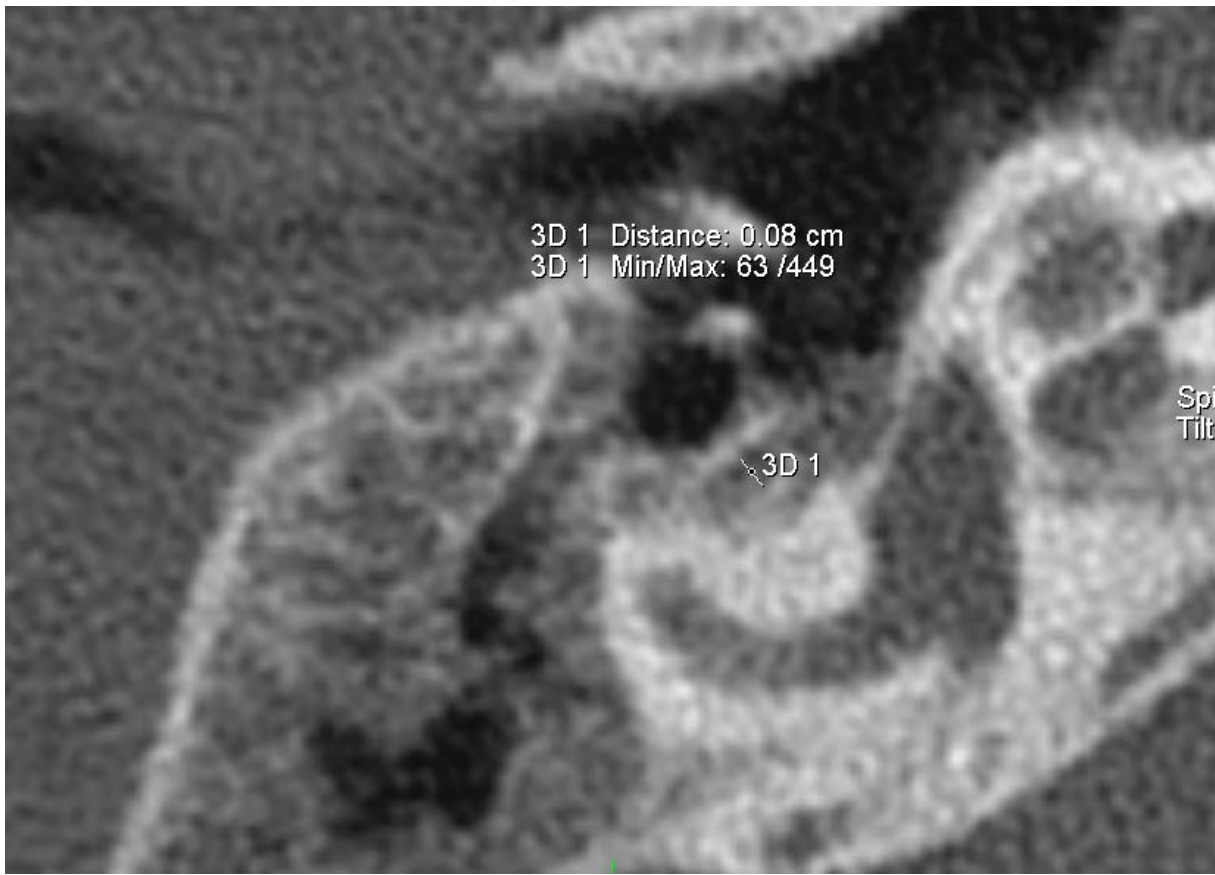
Messung des Durchmessers des Canalis facialis im Bereich des Labyrinths {3D 1} [CT_CFL_re] mit Tool ‚2D Distance‘
